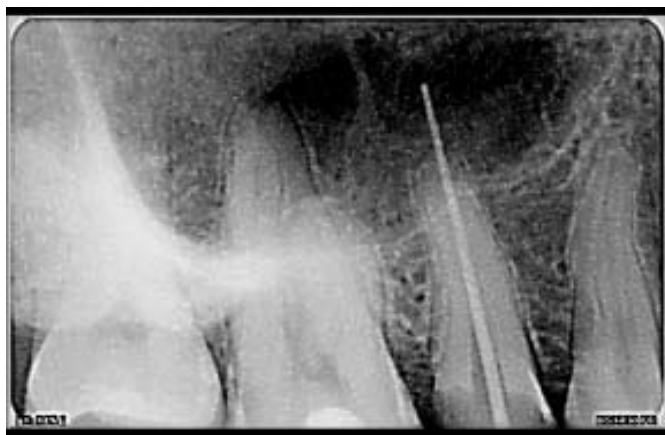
Дентальная рентгенограмма больной Ф., 15 лет
